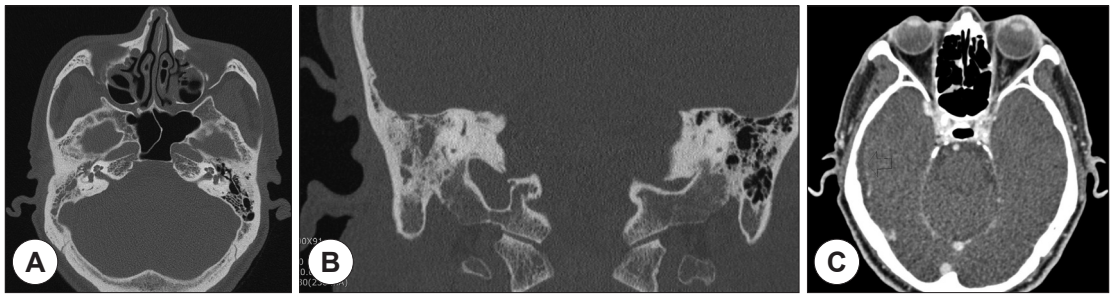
Axial (A) and coronal (B) temporal bone computed tomography scans show abnormal soft tissue density in the right mastoid air cells and middle ear cavity (C) The finding of temporal bone computed tomography axial image shows rim enhancement of right subdural abscess (arrow).
